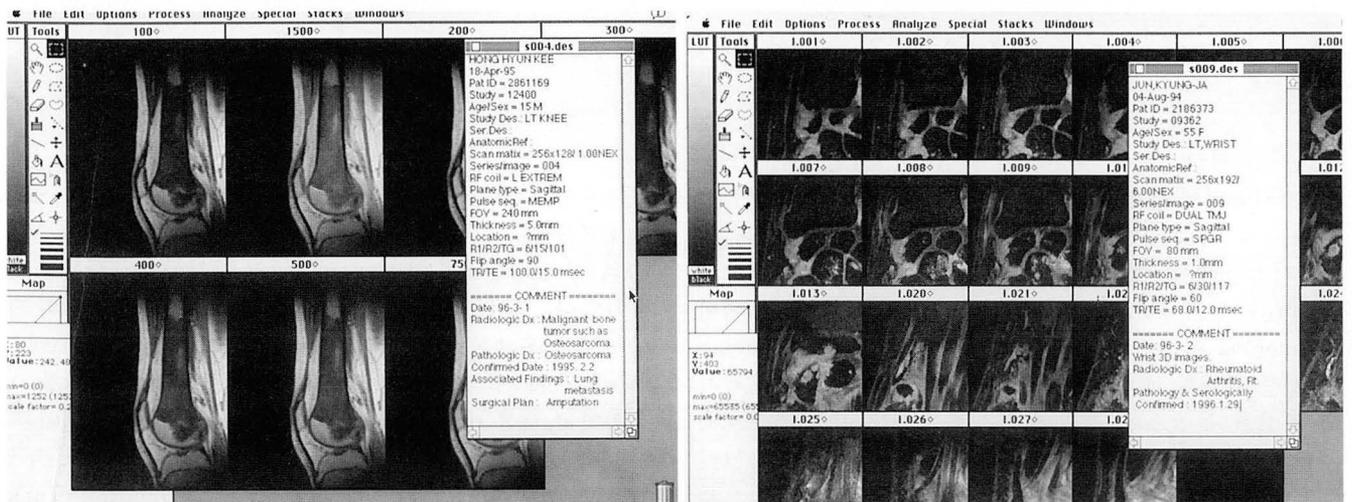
a. After a series of procedures using "[4] Input GE 4.x MRI." menu, multiple images and information text window are displayed. Examples of inscriptions of diagnosis, pathology, notes in the commentary space in "Info-txt" window. b. More images are displayed than on Fig. a. Larger screen monitor is necessary to display multiple images, simultaneously.
